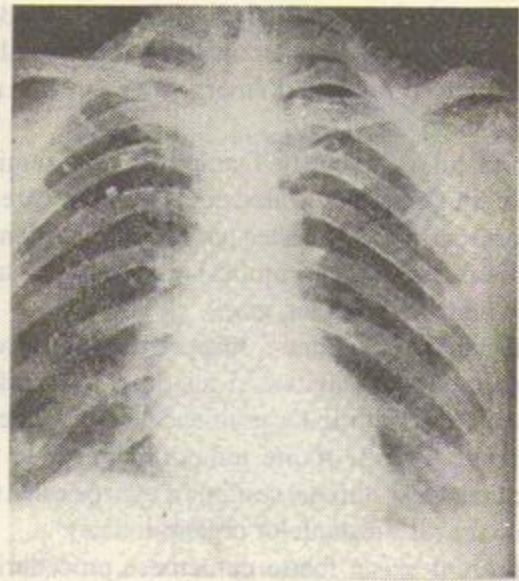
Imagine radiografică a toracelui. Din comparația cu fig.23 rezultă explicit caracterul de "negativ" în raport cu imaginea radiosopică.
